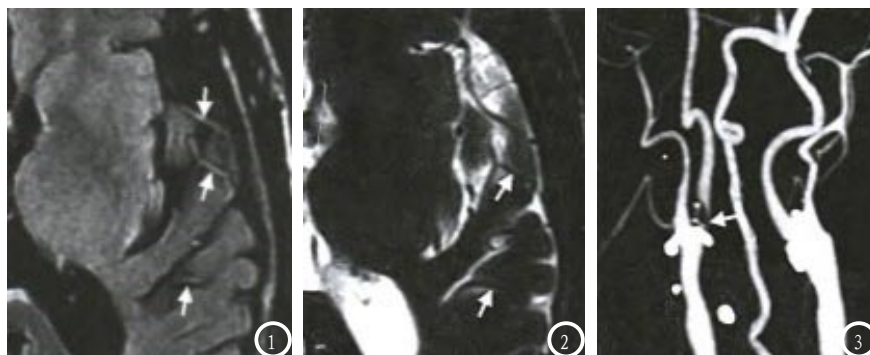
MRI FLAIR序列图像,左侧颞叶脑沟内灰质表面多个管状、斑点状高信号;图2 图1同一层面T2WI图像,FLAIR管状、斑点状高信号对应位置呈流空信号;图3 CTA图像,左侧颈内动脉起始部严重狭窄。
